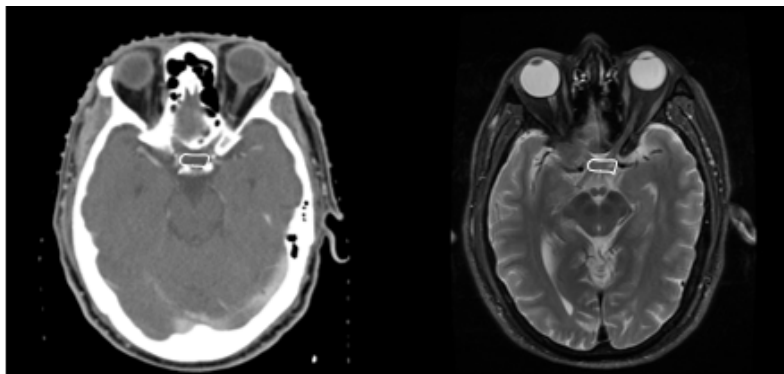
Nor OC 患者 CT 图和相匹配 MR 图的勾画展示
